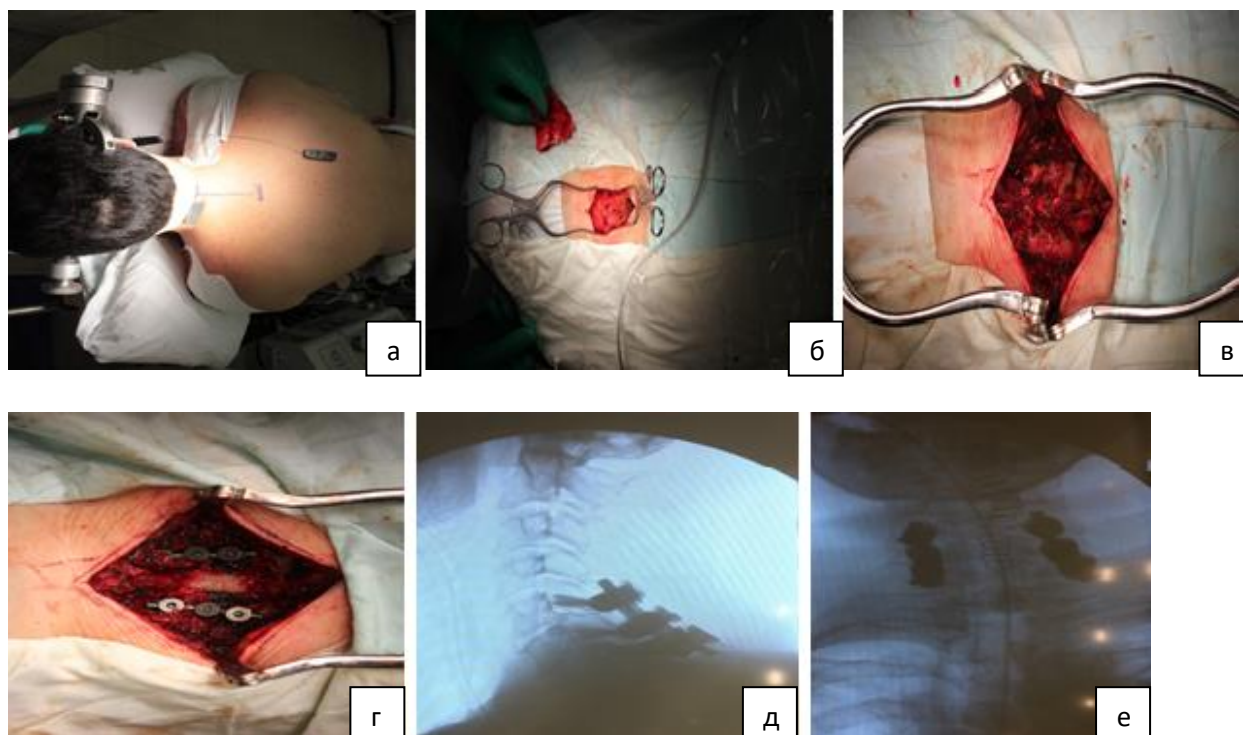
Собственное клиническое наблюдение, пациент К., 55 лет — двухуровневая ламинэктомия C_5 , C_6 , винтовая фиксация за боковые массы C_5 - C_6 - C_7 позвонков: а — укладка пациента и интраоперационная разметка; б — внешний вид доступа; в — установка ранорасширителя с визуализацией скелетированных отделов позвоночника; г — внешний вид раны после выполнения ламинэктомии и фиксации шейных позвонков за боковые массы; д — интраоперационная рентгенография ЭОП шейного отдела позвоночника в прямой проекции; е — интраоперационная рентгенография ЭОП шейного отдела позвоночника в боковой проекции
